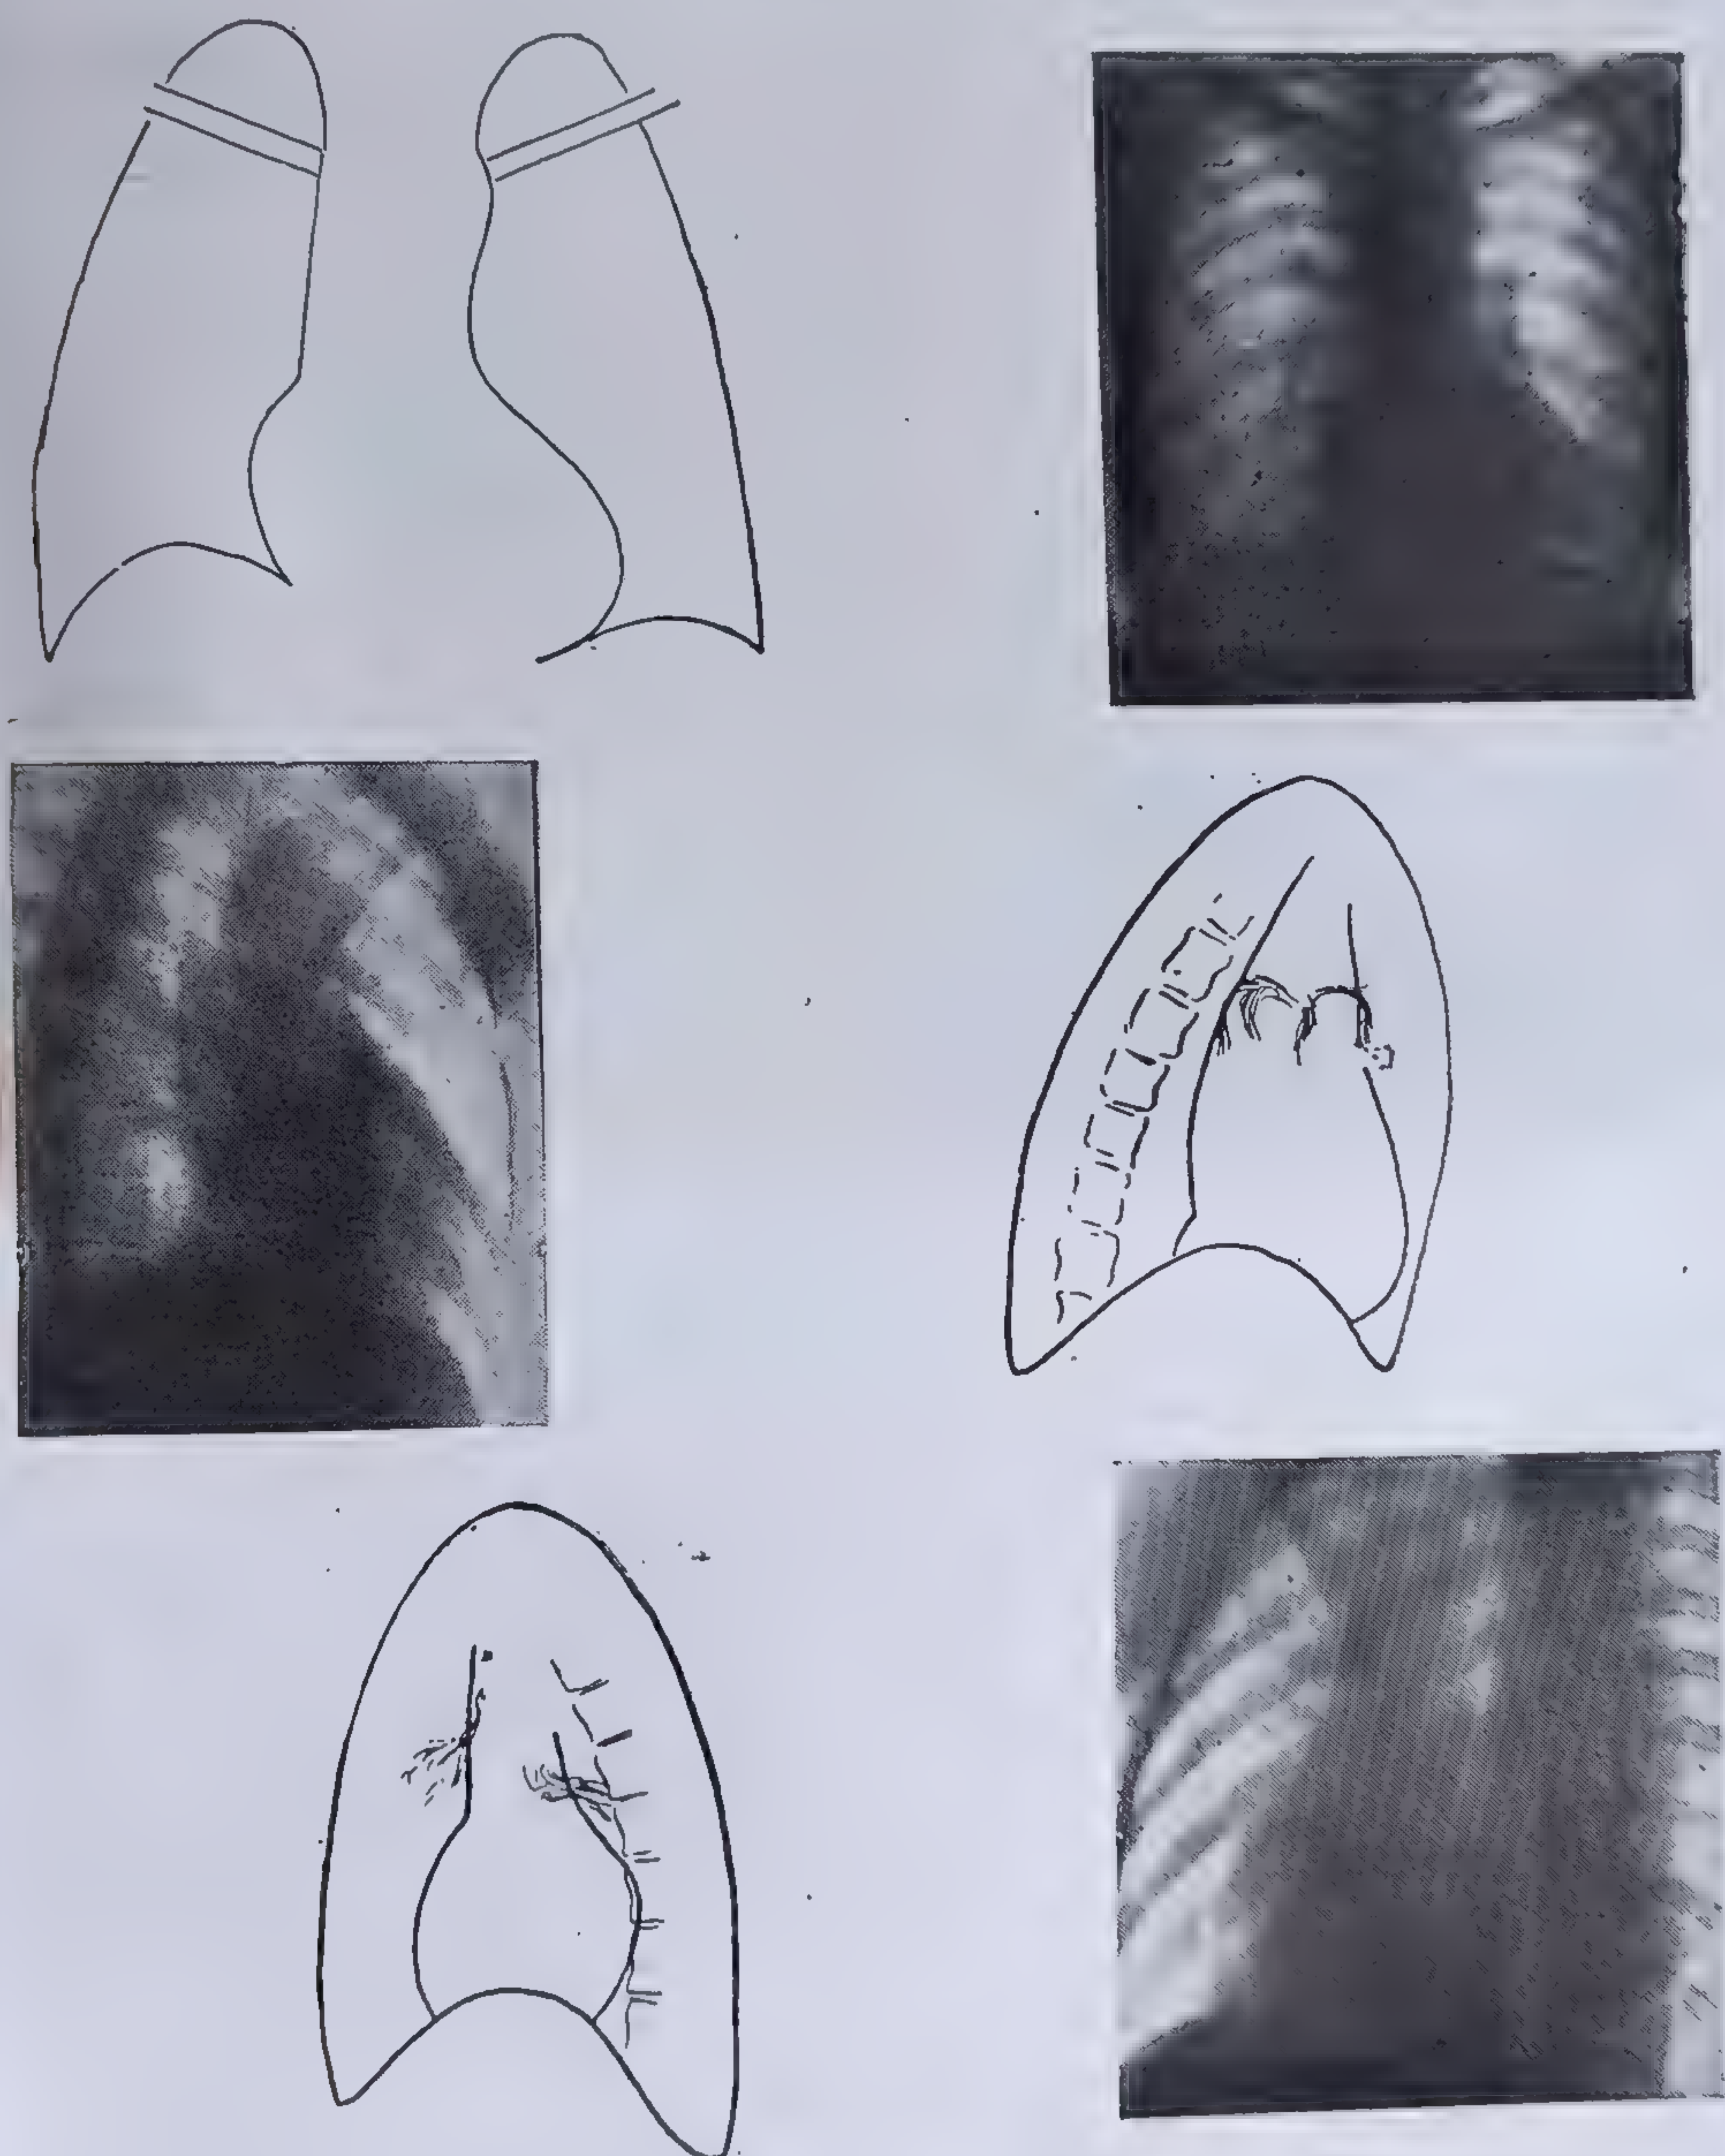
a, b, c. — Complex Eisenmenger. Radiografia inimii: față, O.A.D., O.A.S. arată o ușoară hipertrofie a ventriculului drept;
